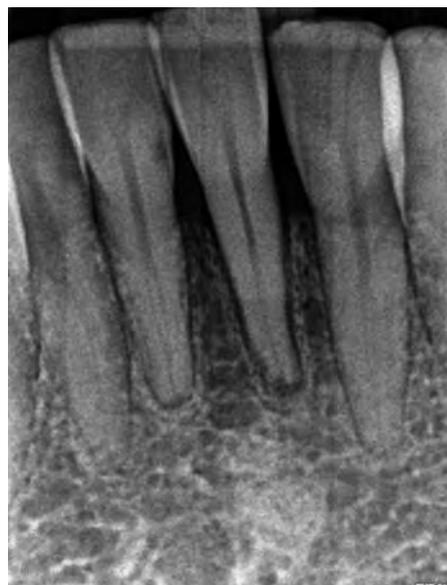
Röntgenaufnahme der Unterkiefer-Front am Unfalltag vor flexibler Schienung mit dem Titan-Trauma-Splint® (TTS); sichtbare Aufweitung der Alveole von Zahn 31
